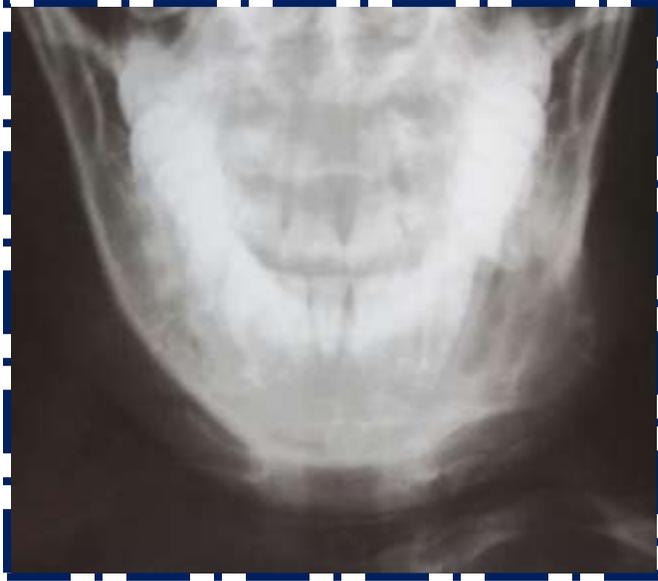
Acercamiento de la radiografía anteroposterior.
